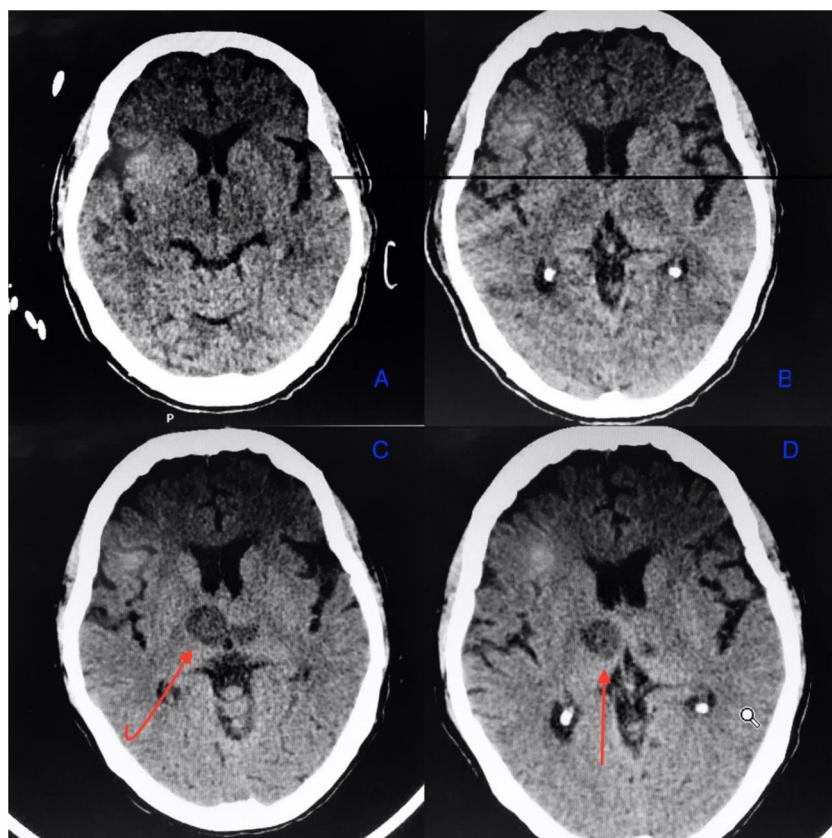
Tomografía axial computarizada de cráneo inicial normal (A y B) y tomografía axial computarizada de cráneo diagnóstico (C y D, señaladas con flechas las zonas de infarto).
